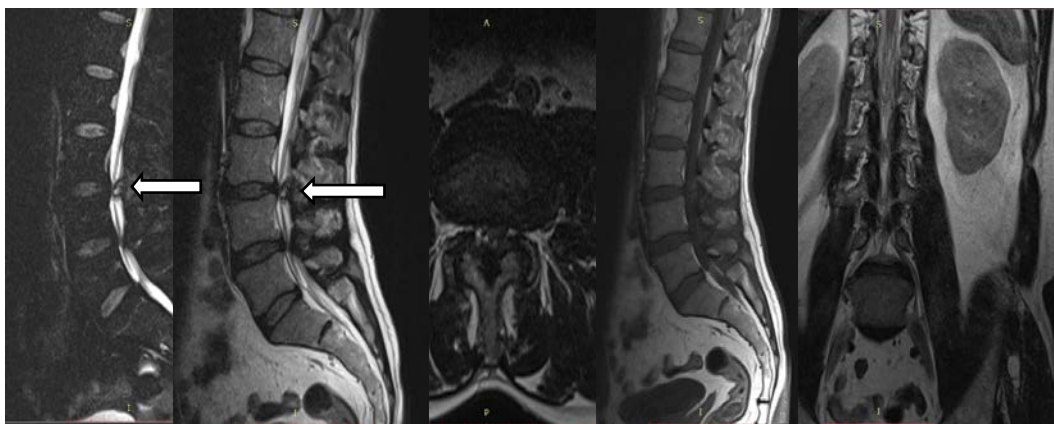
МРТ T₂ взвешенное изображение в сагиттальной, аксиальной и фронтальной проекциях (стрелкой в сагиттальной проекции указана параартикулярная киста) и T₁ взвешенное изображение в сагиттальной проекции, определяется компрессия корешка на уровне позвоночно-двигательного сегмента L_{III}–L_{IV} в правом фараминальном канале
